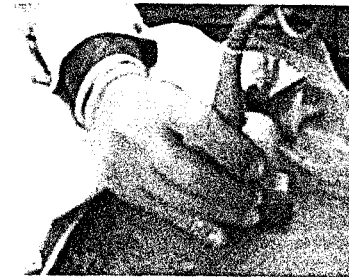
Explorarea ecografică a grefonului renal.
